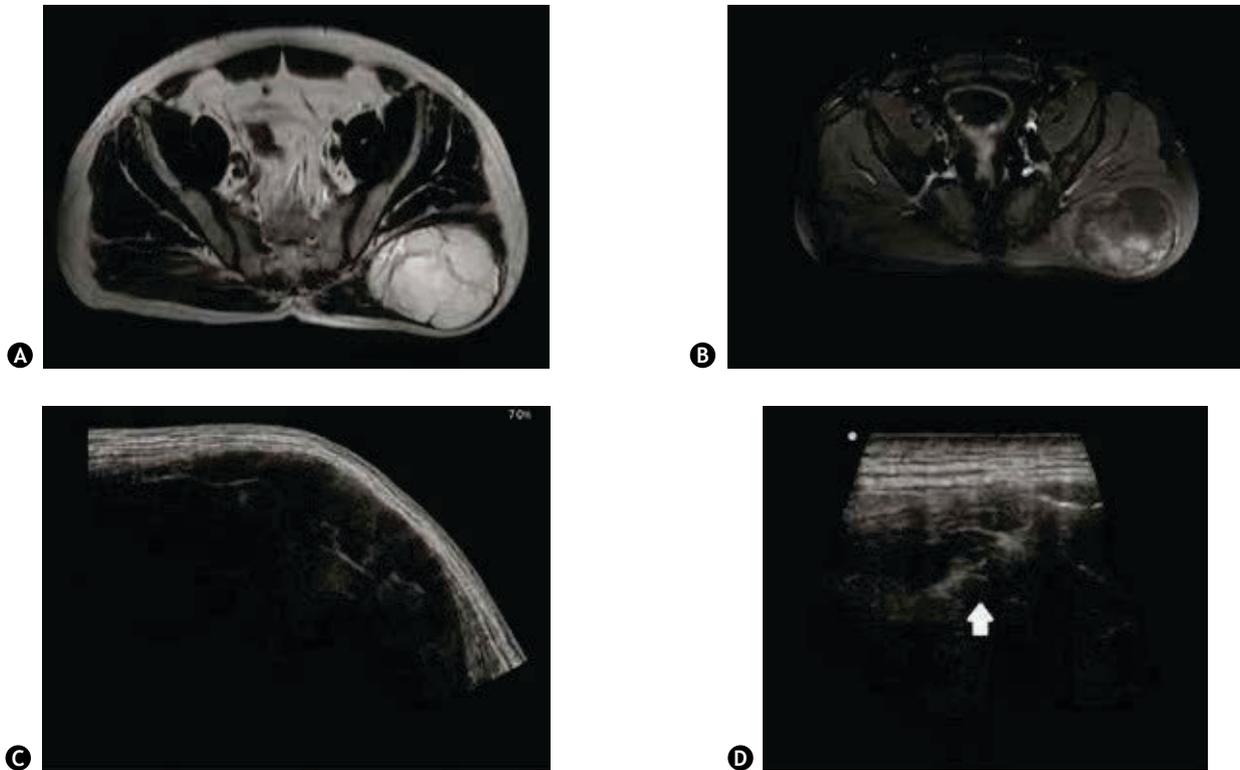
A) B) Secuencias axiales de resonancia magnética de lesión localizada en glúteo izquierdo, C) D) barrido extendido de ultrasonido para caracterizar la lesión, imagen lineal hiperecoica (flecha blanca), que corresponde con la aguja Tru-cut; el resultado de la biopsia demostró liposarcoma.
